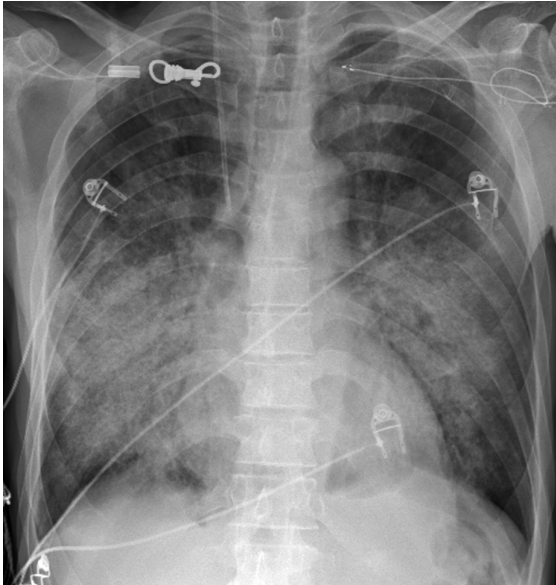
Radiografía de tórax sugestiva de hemorragia alveolar.
